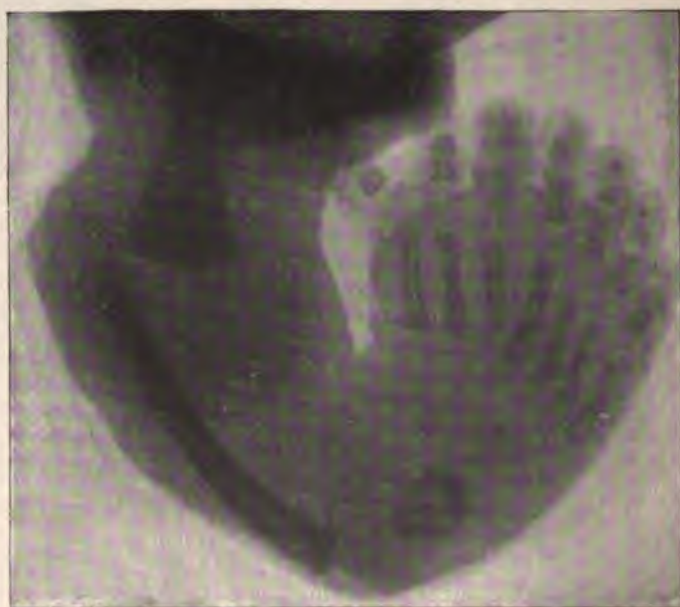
Röntgenbefund des Falles von Fig. 293.
